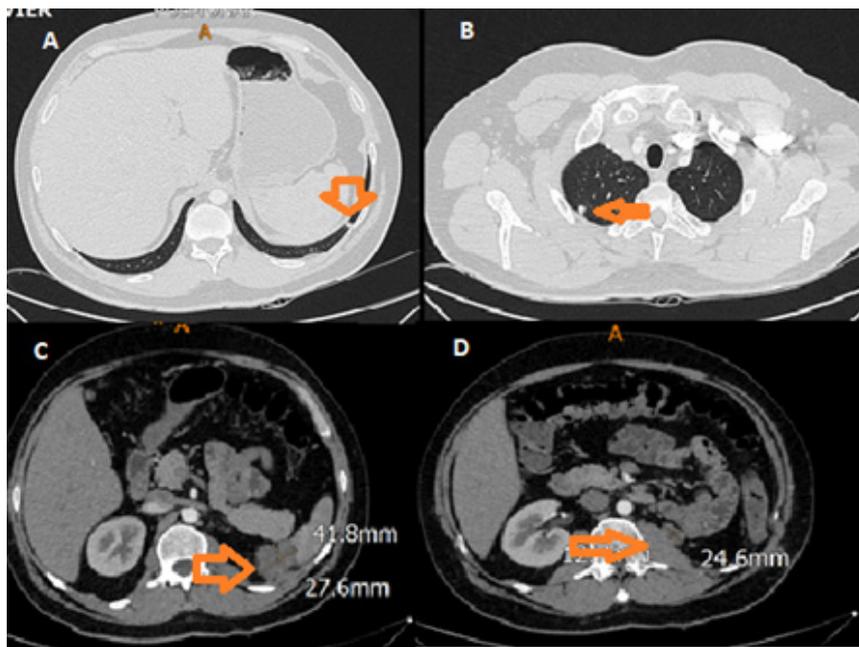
A) Micronódulo de 5 mm en base pulmonar izquierda. B) Micronódulo localizado en el pulmón derecho. C) Tomografía computarizada contrastada de abdomen: recidiva local. D) Tomografía computarizada: recidiva local.
